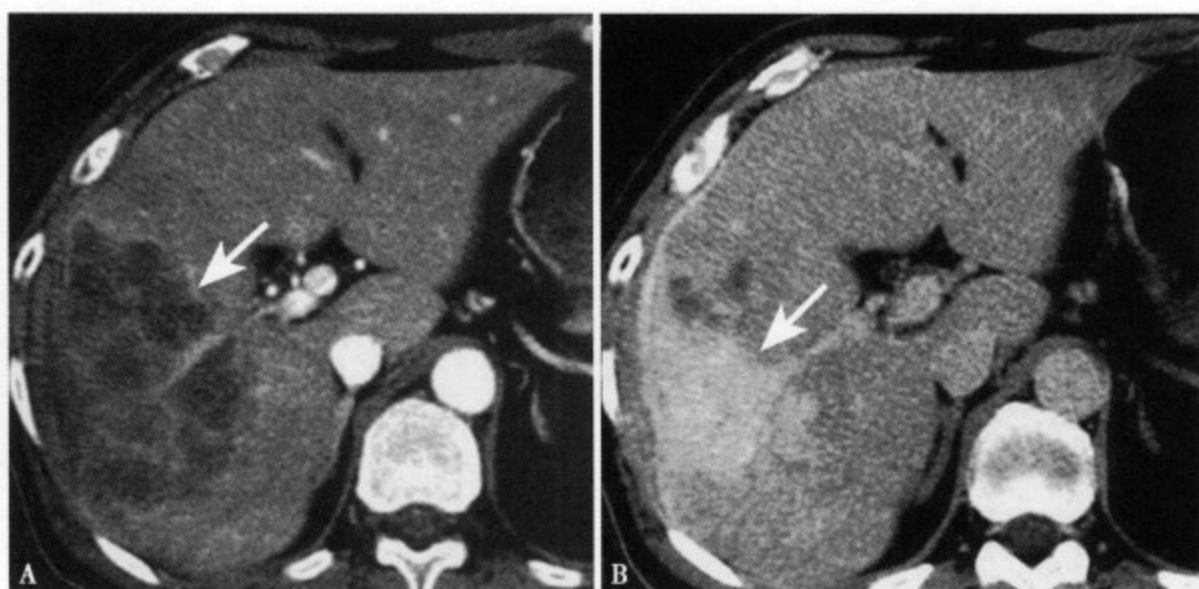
肝内末梢胆管细胞癌肿块型。增强 CT 动脉期 (A) 肝右叶边缘部巨大肿块, 其边缘及内部可见斑片及索状轻度强化。增强 CT 延迟期 (B) 整个肿瘤呈明显强化, 密度尚均, 边缘不规则, 边界不清, 局部肝包膜明显强化增厚
